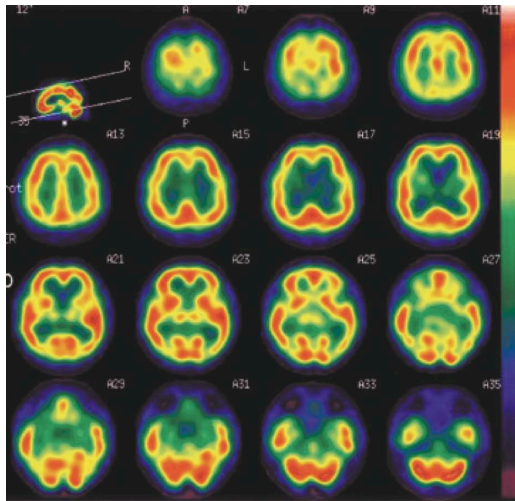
SPECT images of subject 1.
